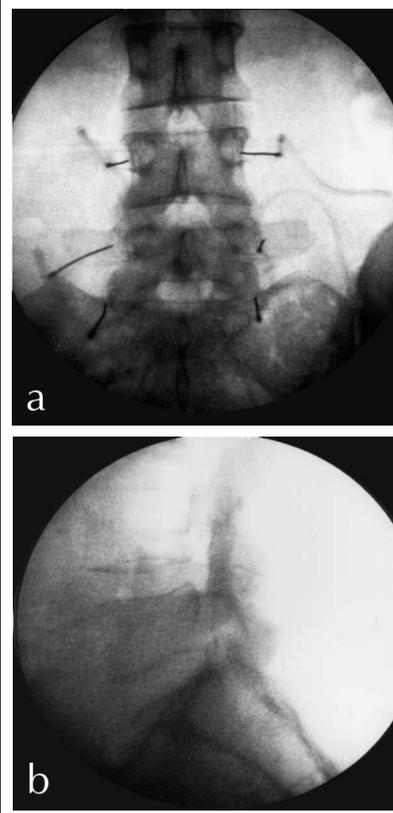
55jähriger Patient mit deutlicher klinisch wirksamer Facettgelenksarthrose L4/5 links. Perkutane spannungsgesteuerte Facettgelenksdenervation unter Stimulations- und Röntgenkontrolle L2 bis S1 links.
